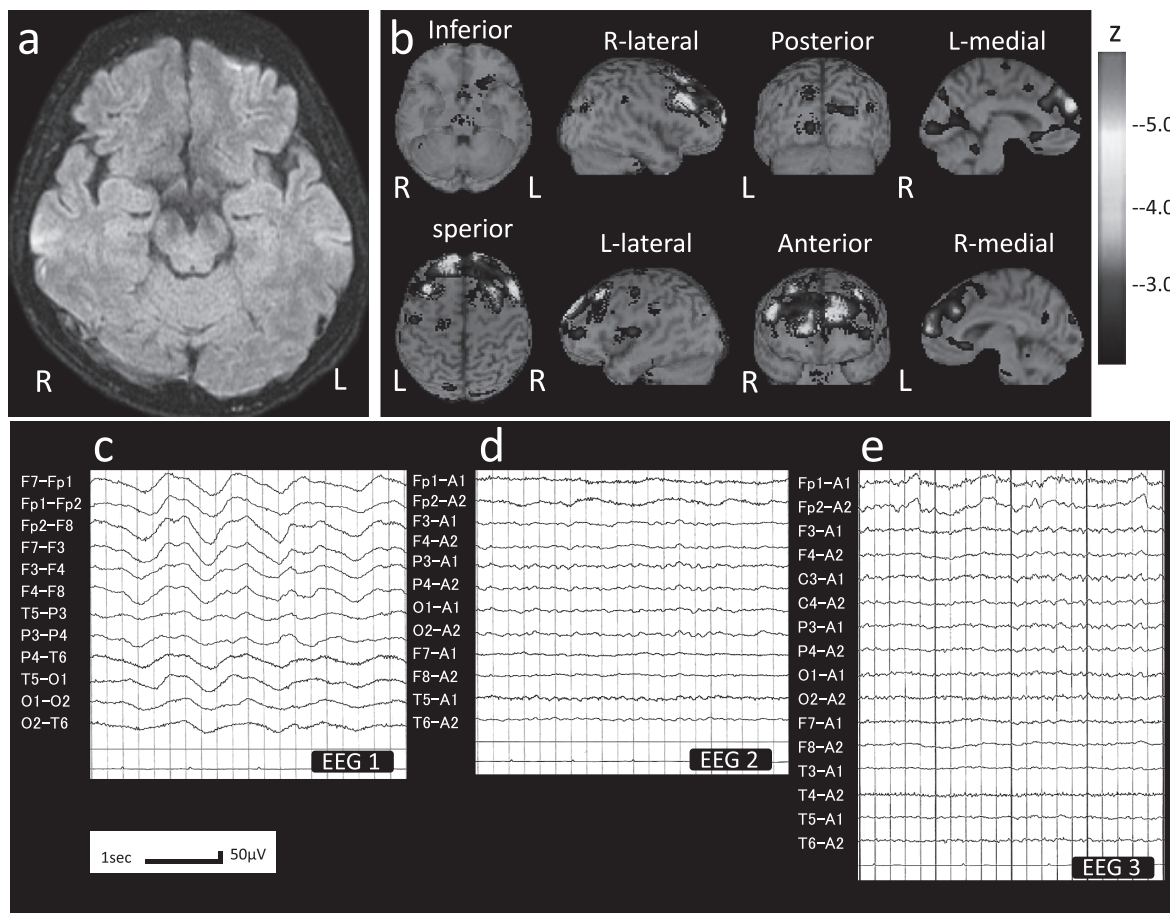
Brain magnetic resonance imaging (MRI) and single-photon emission computed tomography (SPECT), course of electroencephalography (EEG).
